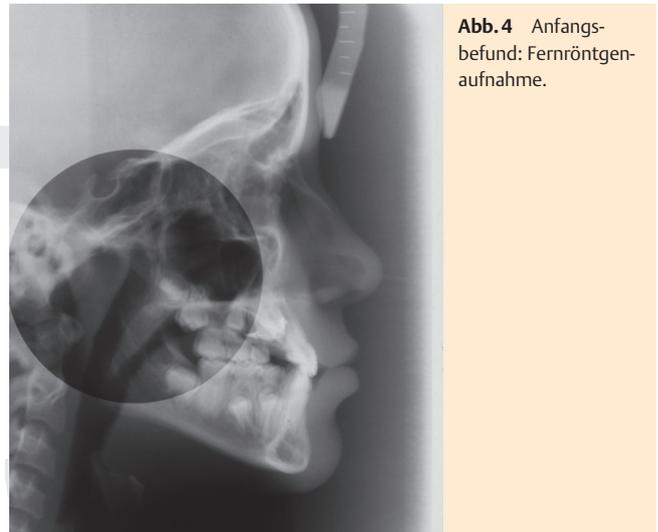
Anfangsbefund: Fernröntgenaufnahme.
